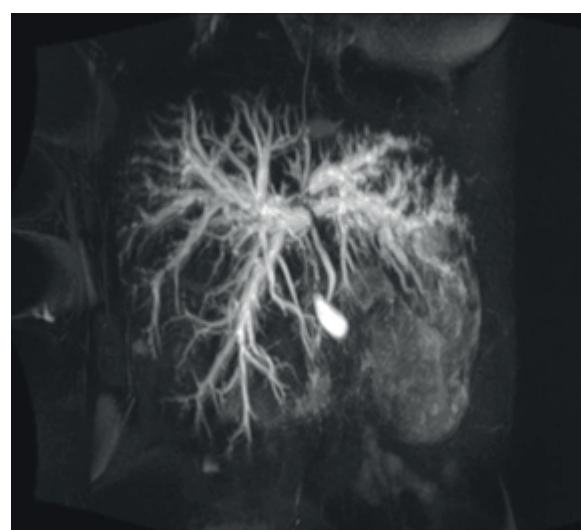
Магнитно-резонансная холангиограмма дилатации внутрипеченочных протоков (тип 4). / Fig. 6. Magnetic resonance cholangiogram of dilatation of the intrahepatic ducts (type 4)
